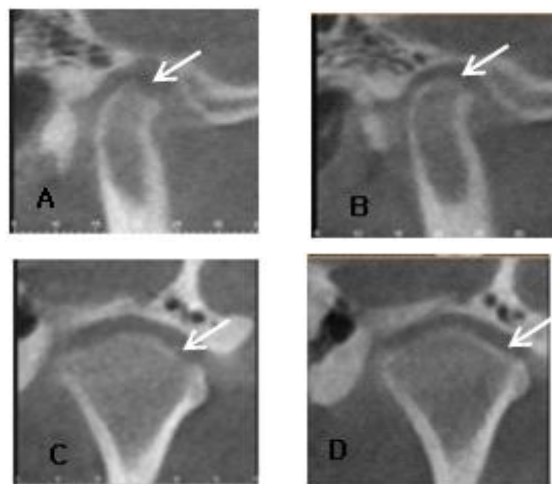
Sagittal(A,B) and coronal(C,D) reconstruction of CBCT images showed erosive bone change was arrested and the cortical bone became well defined. (CBCT1 (A,C), CBCT2 (B,D))
